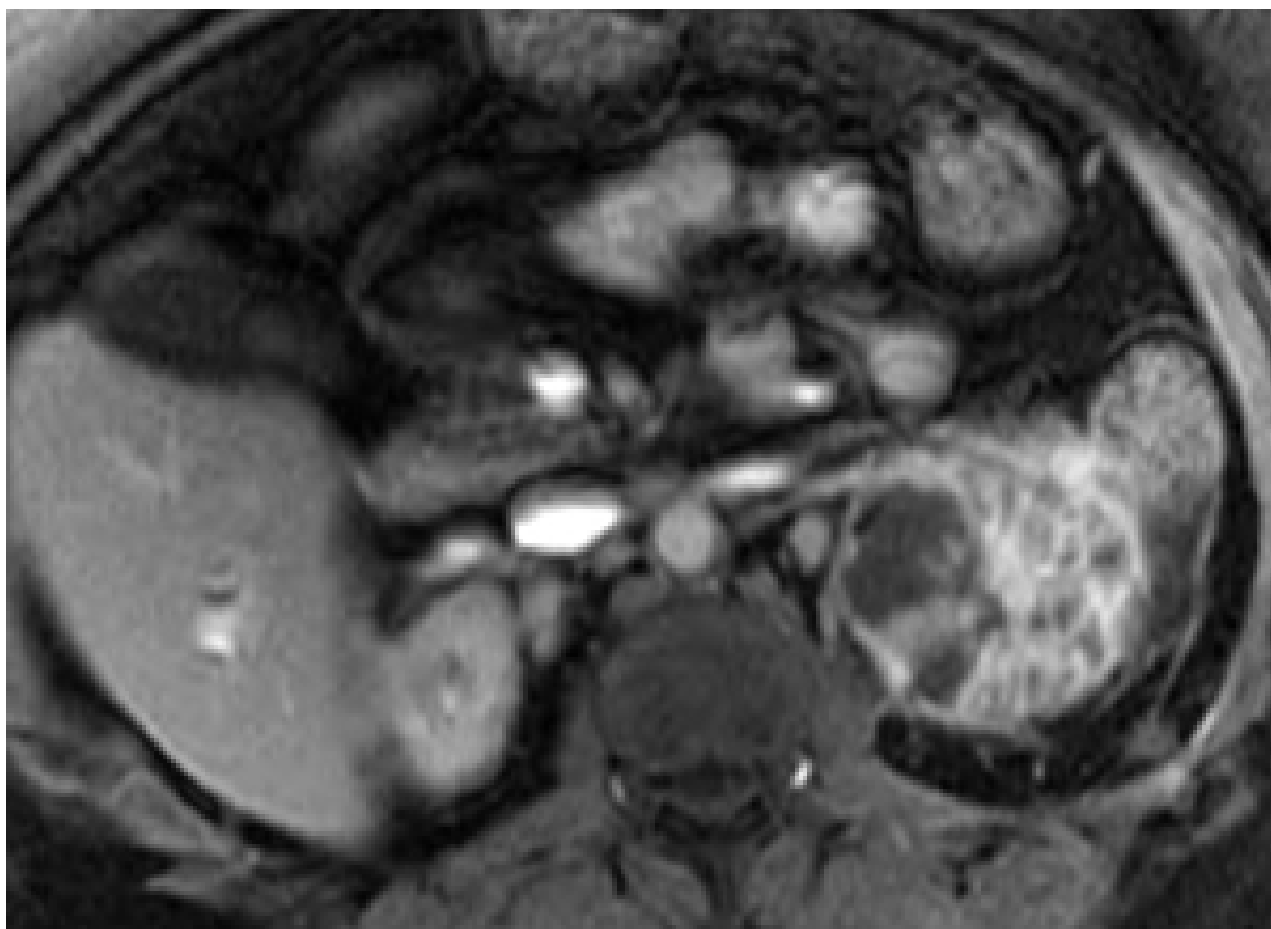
Ressonância nuclear magnética (RNM) axial mostrando um abscesso renal
